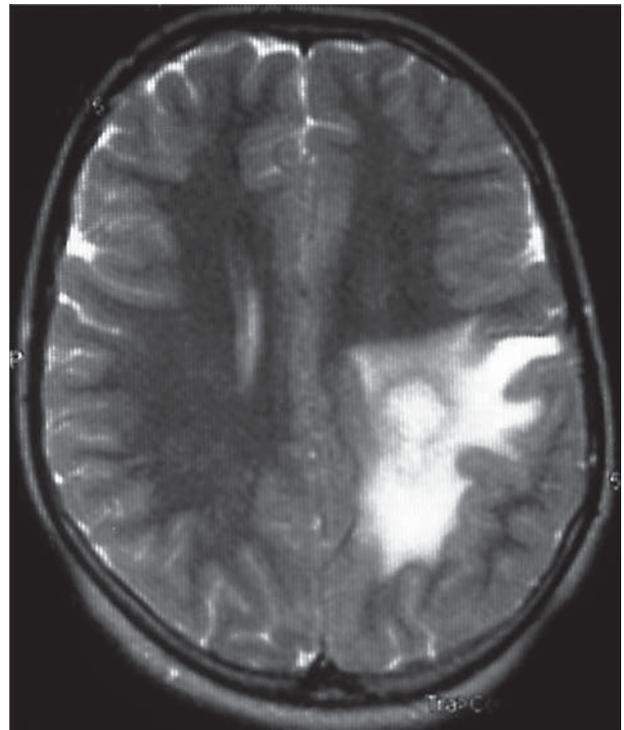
Магнітно-резонансна томограма головного мозку в горизонтальній проекції в T2-зваженому режимі, яка демонструє псевдотуморозне демієлінізуювальне вогнище HHV-6-етіології із зоною перифокального набряку в білій речовині тім'яної частки півкулі великого мозку (власне спостереження)
